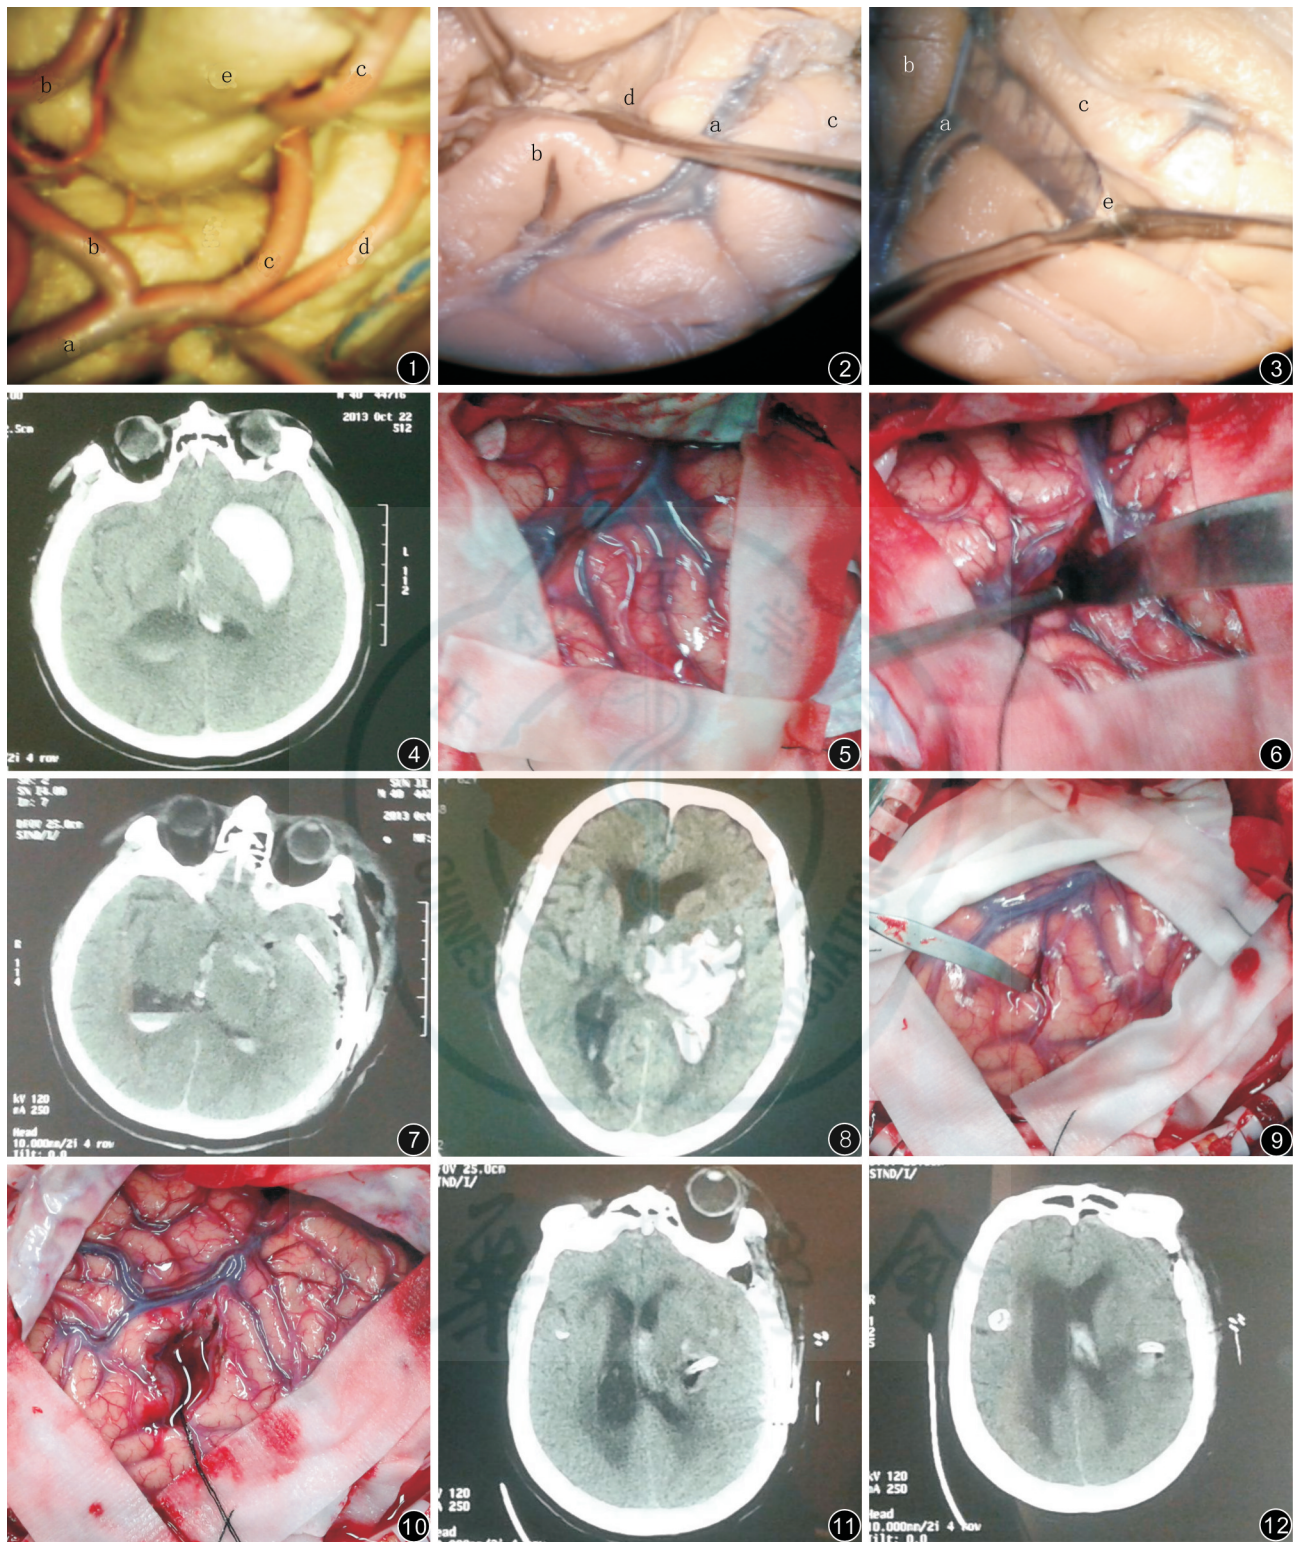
显微镜下外侧裂后面观 a 大脑中动脉 b 前中央动脉 c 中央动脉 d 顶叶前动脉 e 额叶 图2~3 显微镜下见额下沟、颞上沟及周围结构 a 外侧裂血管 b 额叶 c 颞叶 d 额下沟 e 颞上沟 图4~7 男性,40岁,CT见血肿位于外侧裂正下方(图4),切开外侧裂蛛网膜(图5),打开外侧裂到达血肿腔清楚血肿(图6),术后第2天复查头颅CT见血肿清除满意(图7) 图8~12 女性,62岁,CT见左侧丘脑出血破入脑室(图8),颞上沟外蛛网膜切开(图9),血肿清除后脑压下降、脑血管充盈(图10),术后第2天复查头颅CT未见再出血及脑梗化(图11、12)
